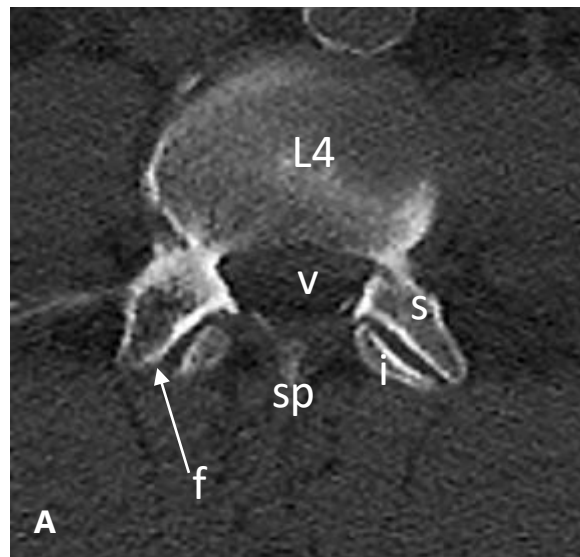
(A) Axiális MRR CT felvételtől az LIV csigolyáról. f: LIII-IV facet ízület (kisízület a magyar gyakorlatban), sp: processus spinosus; i: processus articularis inf. (LIII), s: proc. articularis sup. (LIV), canalis spinalis
